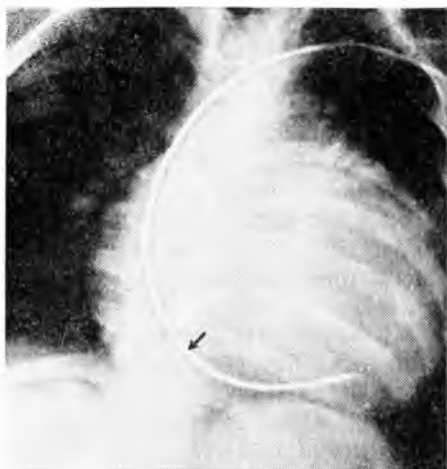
Рентгенограмма сердца при аномалии Эбштейна. Конец зонда находится у входа в правый желудочек, который резко смещен в сторону легочной артерии. Стрелкой отмечена нормальная локализация правого предсердно-желудочкового клапана
